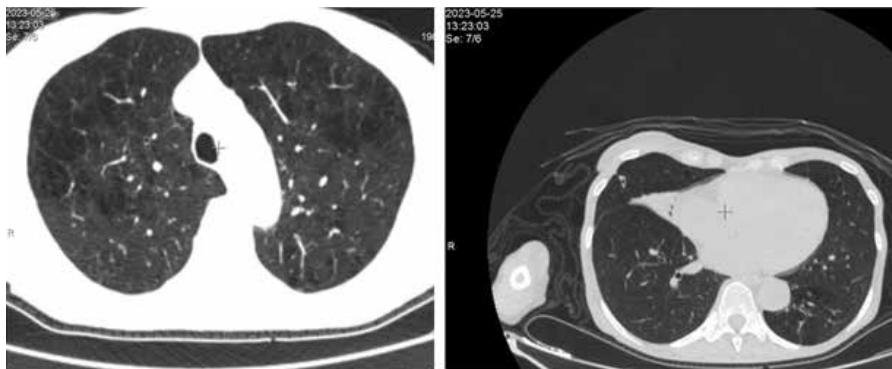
КТ ОГЧ от 25.05.2023, женщина, 62 года.
